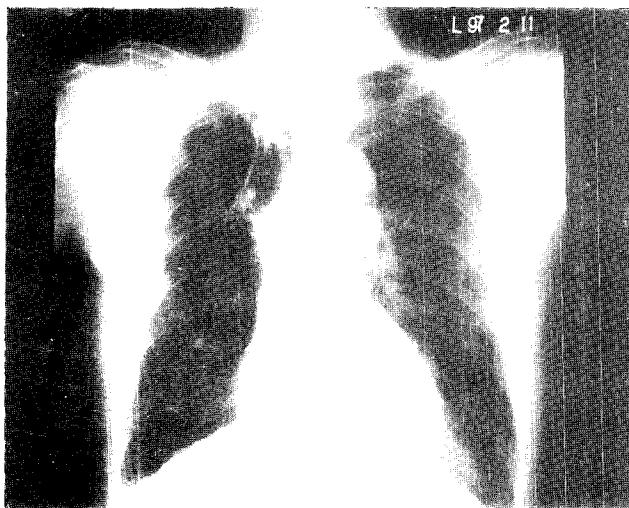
Chest X-ray of 2 years after selective bronchial occlusion. The symmetric radiolucency of the both lung field were noted. Increased chest wall soft tissue and decreased cardiothoracic ratio.
